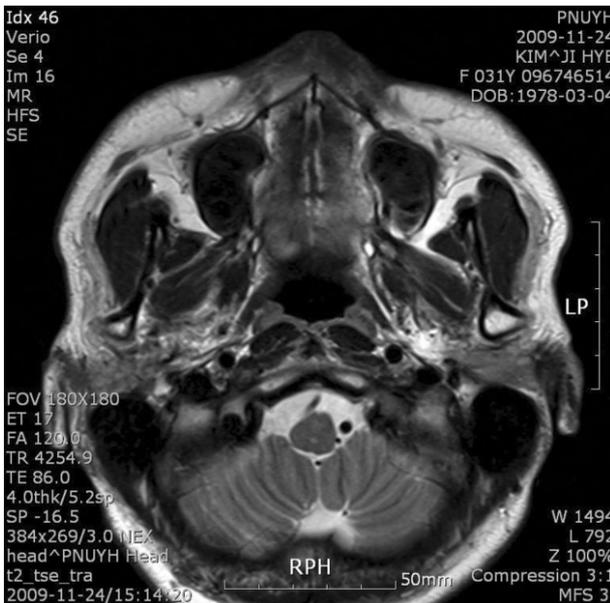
Postoperative MRI 3 months after surgery showing no abnormal finding.
